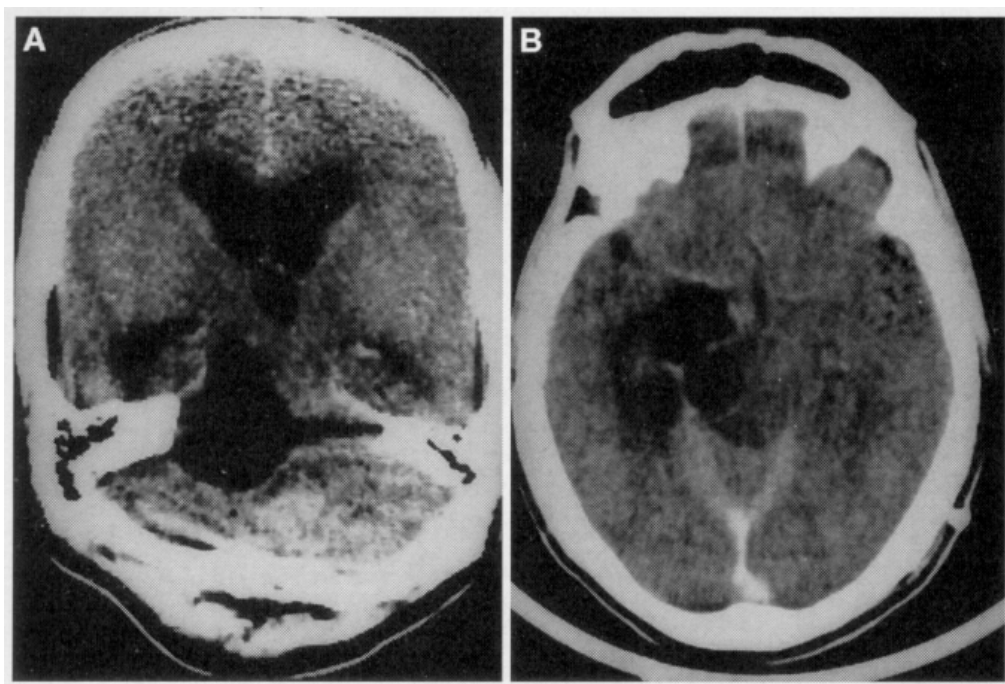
TDM cérébrale en coupes axiales montrant l'extension supratentorielle d'un kyste épidermoïde de L'APC droit [121].
